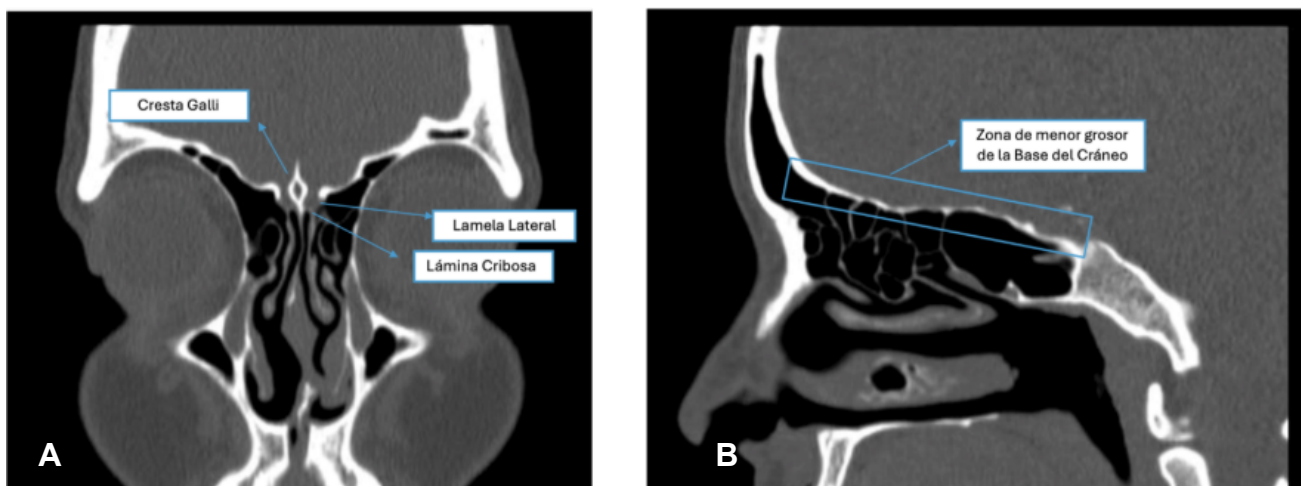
Anatomía de la base anterior del cráneo. Tomografía computarizada de los senos paranasales. A) Corte coronal que muestra la lámina cribosa, la lamela lateral del etmoides y la crista galli. B) Corte sagital del techo etmoidal, correspondiente a una zona de menor grosor que la base del cráneo. Figura propiedad de los autores.
